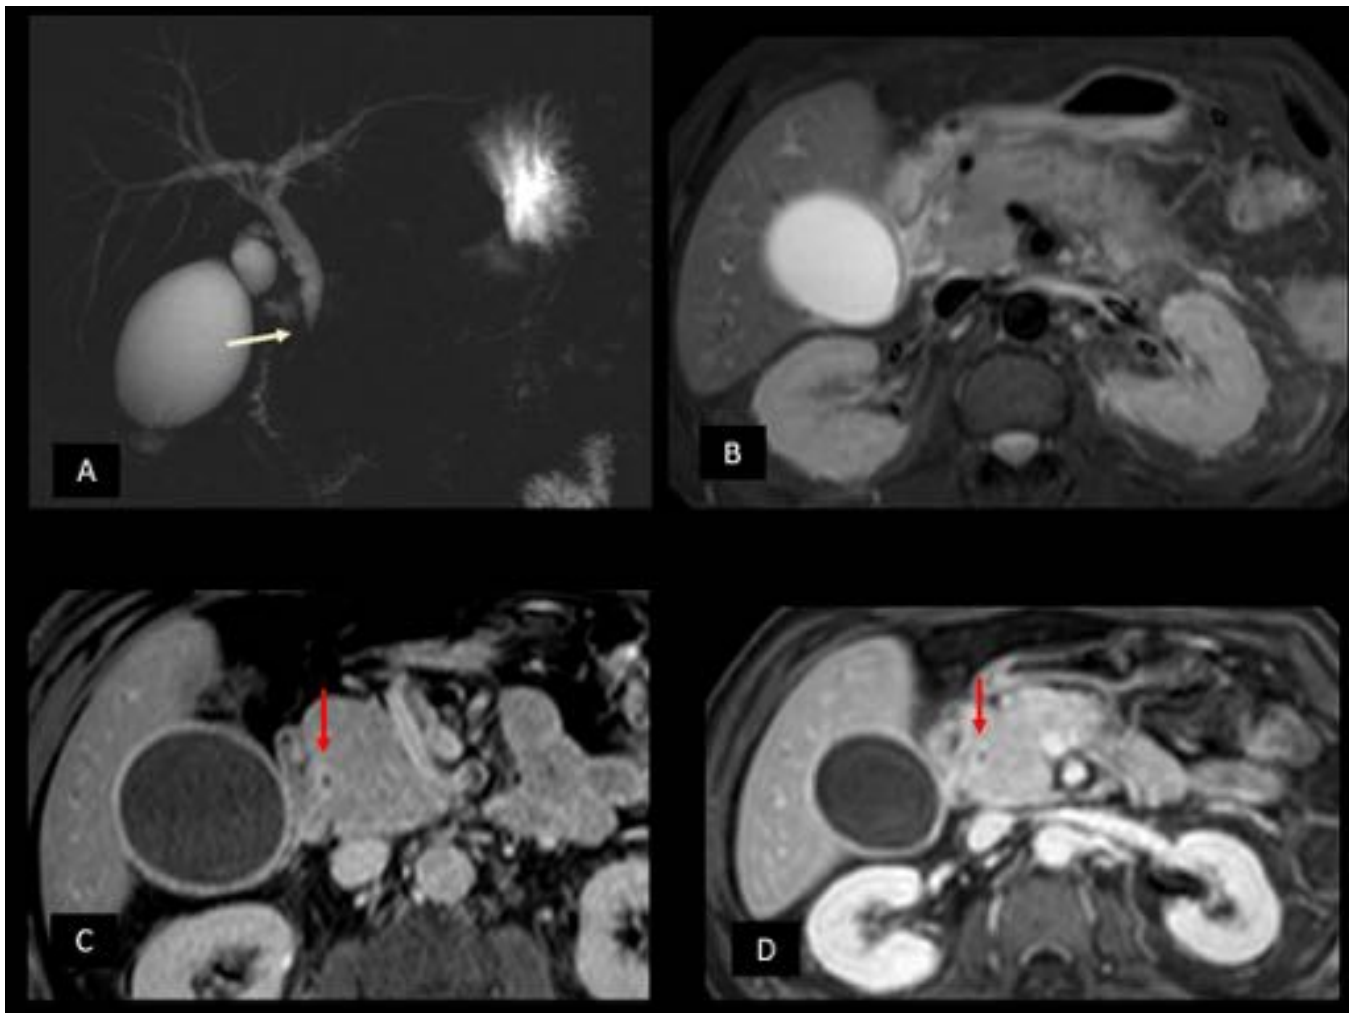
Colangitis esclerosante asociada a pancreatitis autoinmune. ColangioRM (A) con estenosis del colédoco intrapancreático (flecha blanca) y estrechamiento del conducto pancreático principal. En RM T2 con supresión grasa (B) y T1 en fases portal y tardía (C y D) se observa aumento difuso de tamaño de glándula pancreática con alteración de señal y realce tardío e hipercaptación de la pared del colédoco con dilatación de la vía biliar proximal (flechas rojas).
